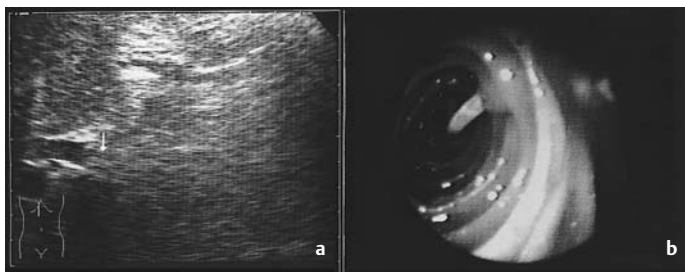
a u. b *Ascaris lumbricoides* im Gallengang. a Sonographisch echoarme Lumenausparung (Pfeil). b Endoskopie: Wurmnachweis in der Papille. Klinisch nekrotisierende Pankreatitis
